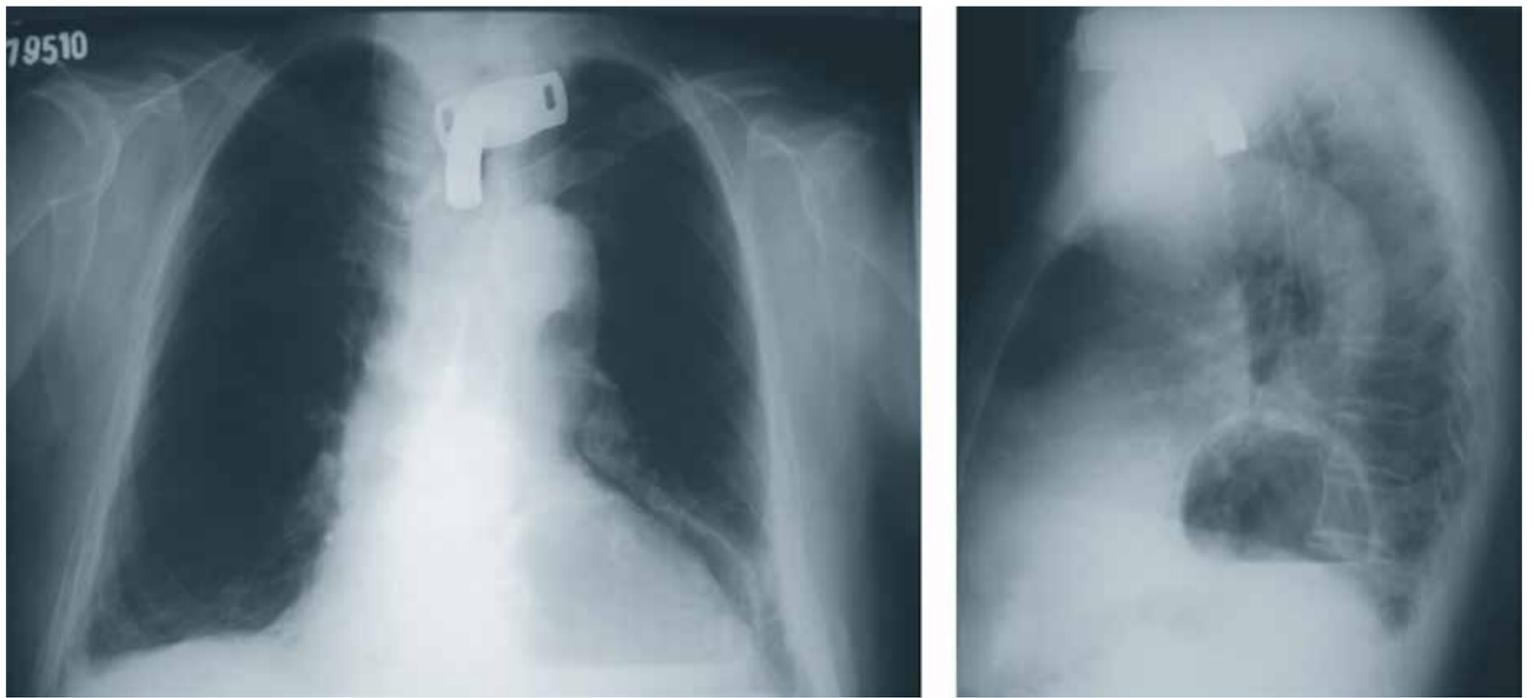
(A) Radiografia em incidência posteroanterior de um paciente vítima de trauma abdominal fechado e lesão diafragmática. (B) Radiografia em perfil do mesmo paciente; observa-se com mais nitidez câmara gástrica em hemitórax esquerdo.
